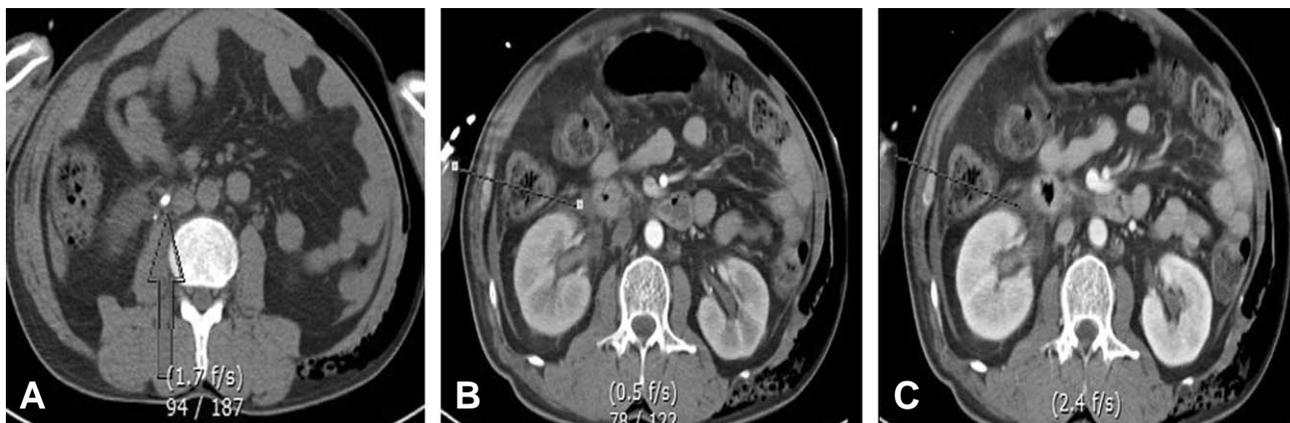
3 phase abdominal computerized tomography at ER (2012년 04월 18일 04시)
